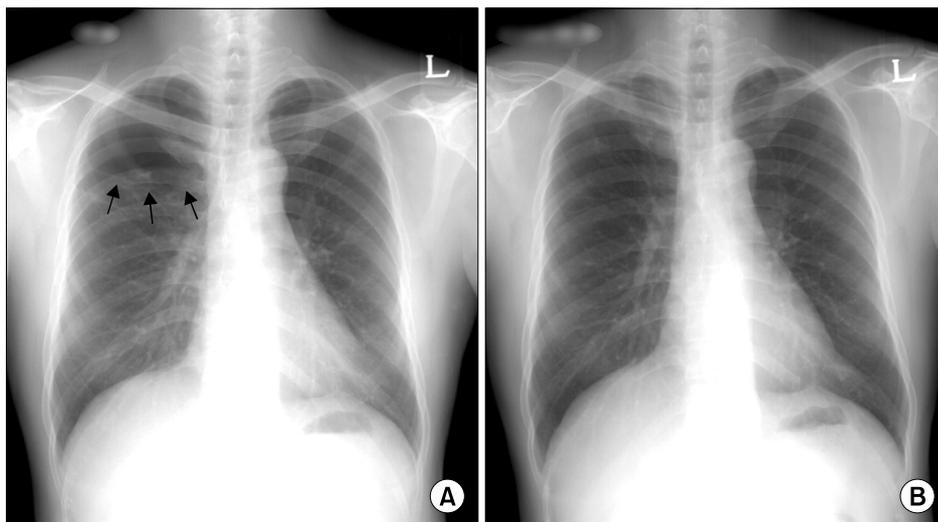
Complete regression of a bulla in a patient without any episode of respiratory disease during follow-up, (A) Initial chest radiograph, (B) One year later.
